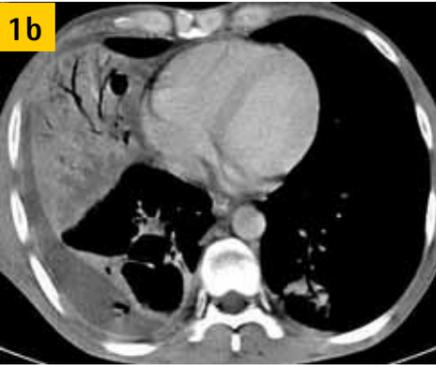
Im CT-Lungenfenster (c) auch entzündliches Infiltrat im linken Unterlappen, im Röntgen (a) kaum erkennbar. Erregerdiagnose: Pneumokokken. Klinische Diagnose: abszedierende bilaterale Pneumonie mit Pleuraempyem rechts.
